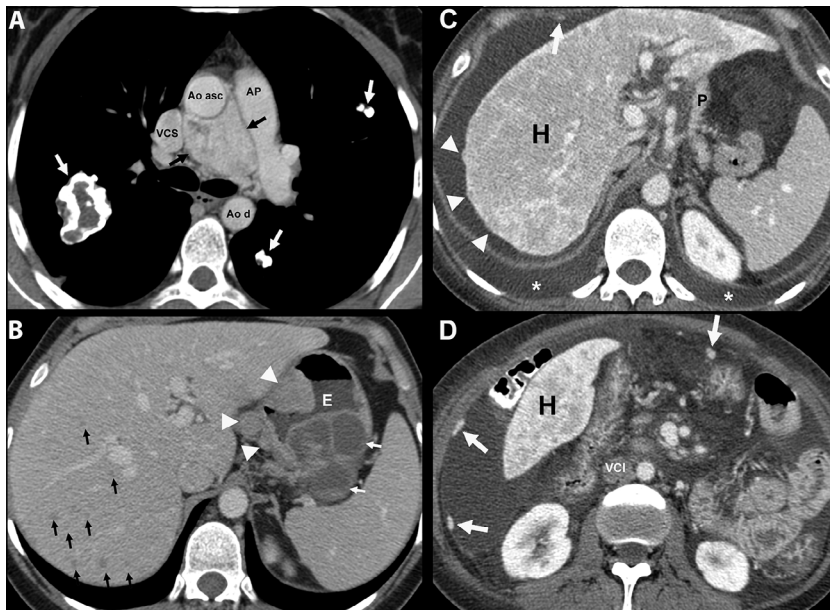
Imágenes axiales de TC de tórax y de abdomen con contraste ev de diciembre 2012 (A y B) y de abdomen con contraste ev de abril de 2013 (C y D). A. Se evidencia voluminosa formación con marcado realce en espacio ventana aortopulmonar que se extiende hacia el espacio precarinal, compatible con un paraganglioma extraadrenal (flechas negras). Múltiples formaciones nodulares en ambos pulmones, calcificadas (flechas blancas), destacando por su tamaño la situada en segmento posterior del lóbulo superior derecho que presenta groseras calcificaciones lineales compatibles con condromas pulmonares. B. En las imágenes a nivel de la región superior del abdomen, se observa que la cámara gástrica presenta múltiples formaciones de probable localización submucosa, con componente sólido (cabezas de flechas) y componente quístico (flechas blancas). Estas formaciones son compatibles con tumores submucosos gástricos. A nivel hepático se observan múltiples nódulos hepáticos de un diámetro menor a 10 mm en relación a metástasis. C y D. En las imágenes de control, la estructura del parénquima hepático (H) se encuentra alterada, estando reemplazada casi en su totalidad por múltiples nódulos hipovascuales confluentes, apenas perceptibles, compatibles con múltiples metástasis, que alteran el transcurso habitual de los vasos hepáticos. En cavidad peritoneal se evidencia ascitis y nódulos hipervascuales a nivel peritoneal (flechas blancas). Destacan algunos nódulos capsulares hepáticos (cabezas de flechas). Presencia de derrame pleural bilateral (*). VCI: vena cava inferior; P: páncreas.
